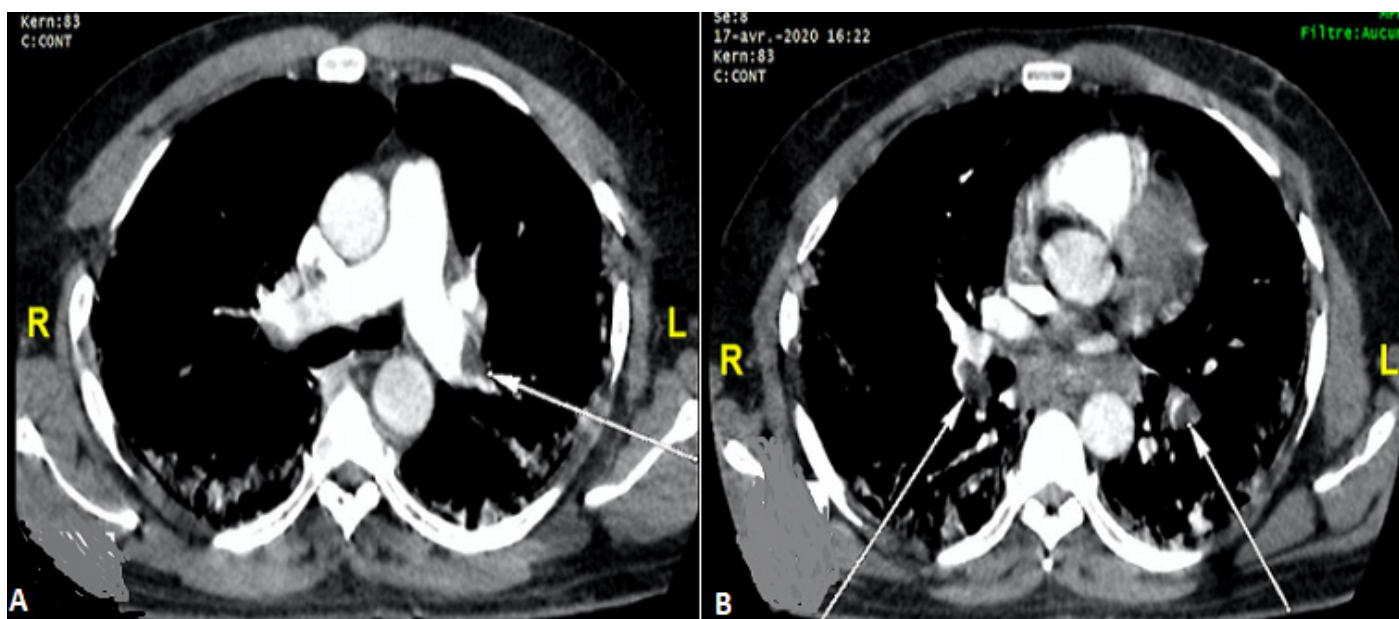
TDM thoracique avec injection de produit de contraste en coupe axiale fenètre médiastinale. (A) défaut endoluminal marginal de l'artère pulmonaire lobaire inferieur gauche (flèche blanche); (B) défaut endoluminal bilatéral des artères segmentaires postérieures (flèches blanches)
